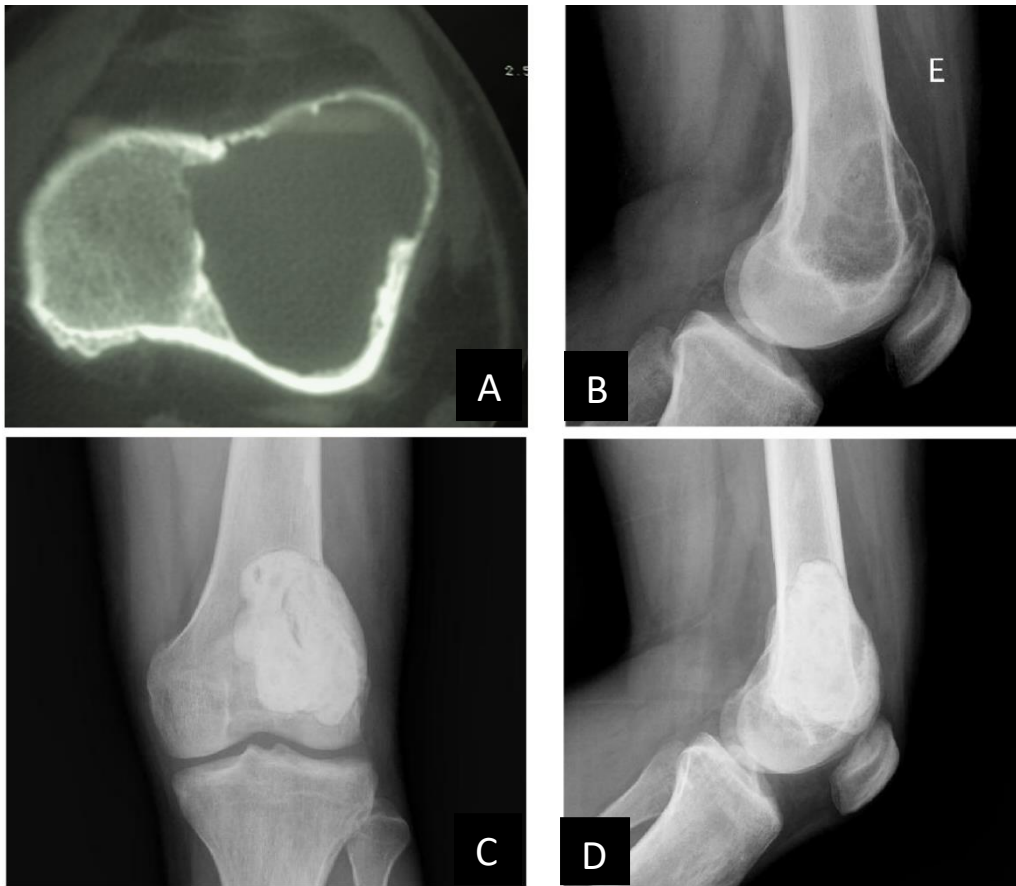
A- TAC de Tumor de Células Gigantes Grau 2 em epífise distal de fêmur; B- Visão coronal do tumor em Radiografia; C e D- Radiografias pós-intervenção local
